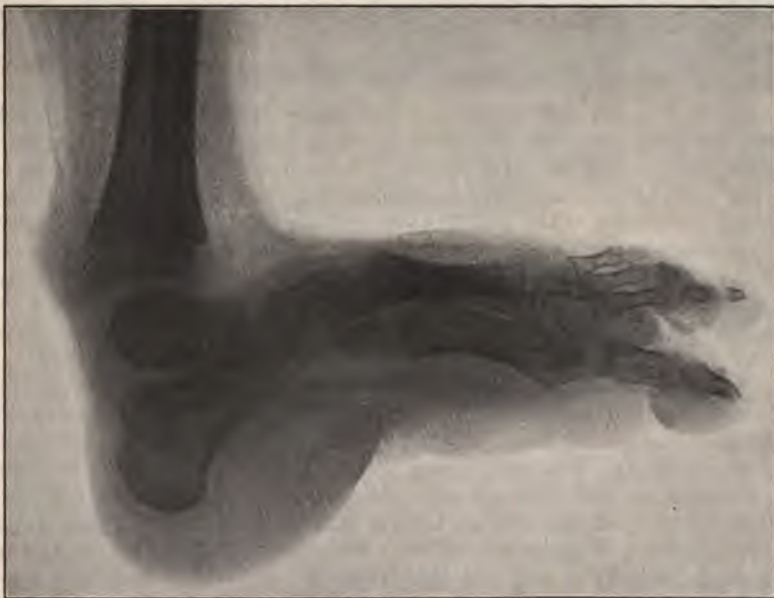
Röntgenbild des in Fig. 538 abgebildeten Pes calcaneus sursum flexus dexter bei einem 4-jährigen Knaben.
